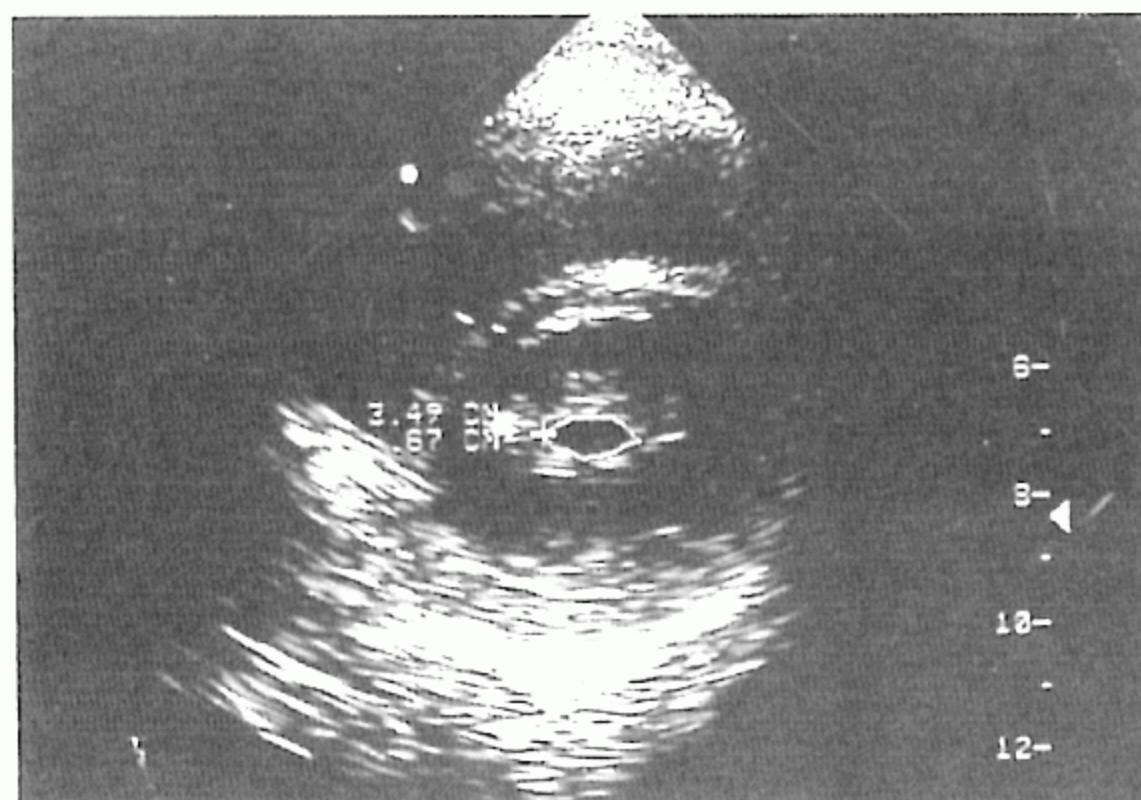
Transthoracic echocardiogram reveals calcified and thickened mitral valve.
